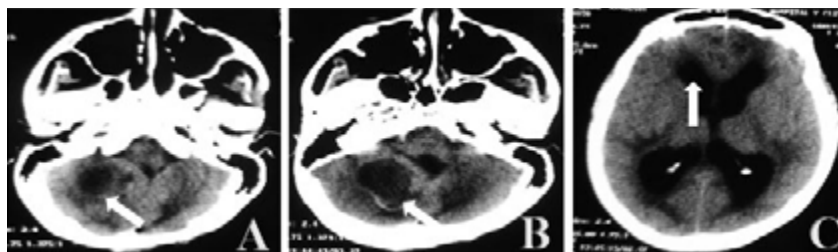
Tomografía Axial Computarizada, enero 2018 (Síndrome de recidiva tumoral): (A) Edema perilesional (flecha blanca). (B) Componente quístico con compresión del IV ventrículo (flecha blanca). (C) Dilatación del sistema ventricular con migración transependimaria (flecha blanca).
